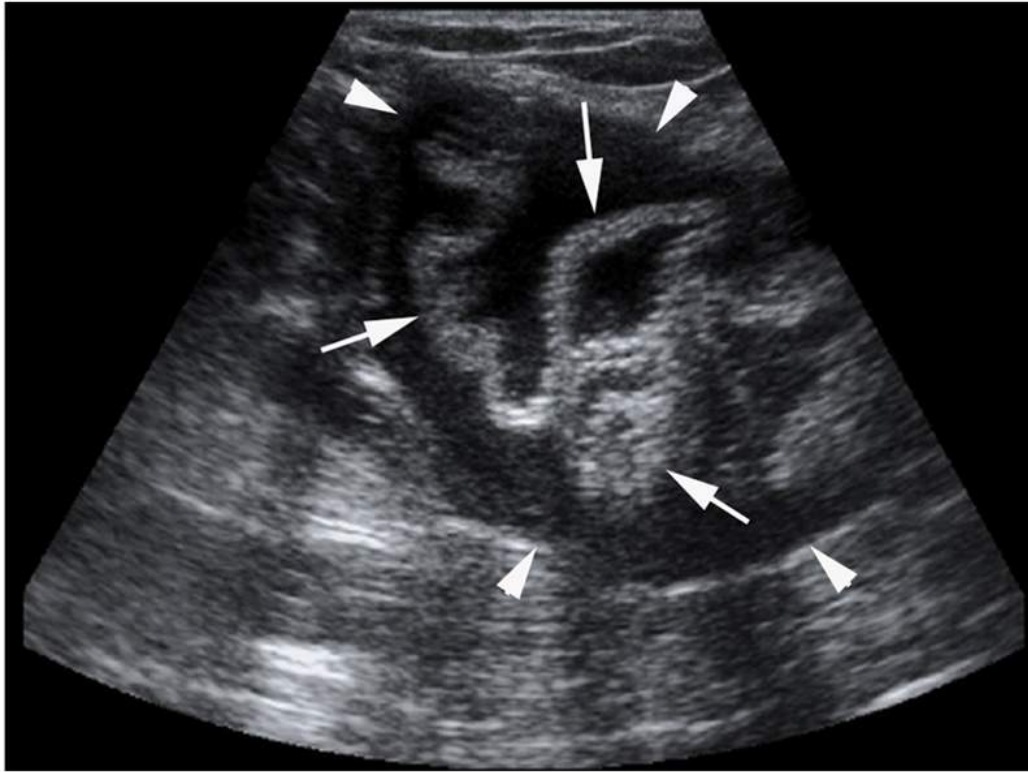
Échographie pour douleurs abdominales.
